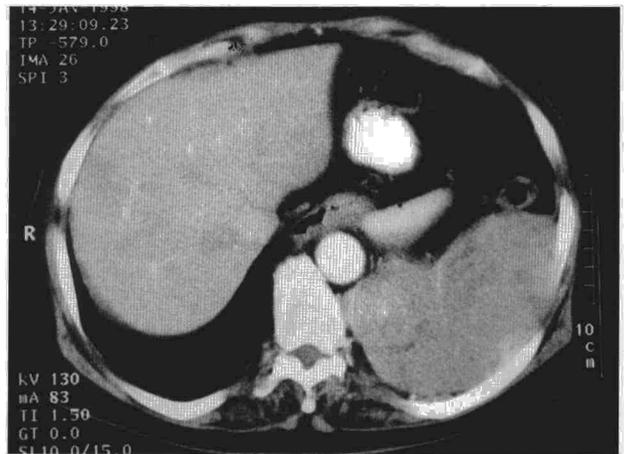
Tomografía axial computarizada, en la que se evidencia una masa que ocupa el hemidiafragma izquierdo, con crecimiento hacia el hemitórax y hemiabdomen ipsolaterales, desplazando las estructuras a este nivel.
